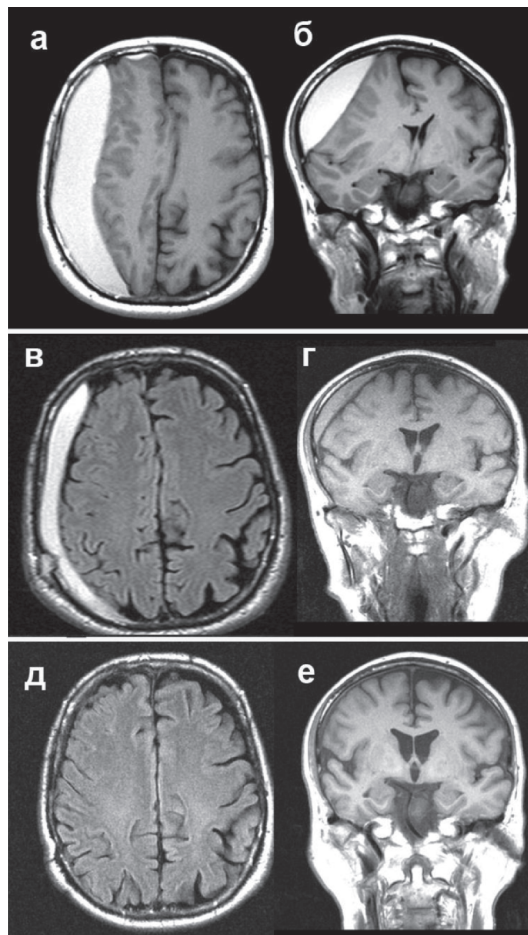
МРТ-динамика правосторонней ХСГ у 64-летнего больного. Сагиттальный и фронтальный срезы (T1): а, б – от 22.04.2018, до операции: видна обширная гиперинтенсивная хроническая субдуральная гематома лобно-теменно-затылочной области справа; смещение срединных структур влево на 11 мм; в, г – от 13.05.2018, после закрытого наружного дренирования; видно значительное уменьшение объема гематомы и существенный регресс смещения срединных структур; д, е – от 27.07.2019, катамнез; полная резорбция гематомы
